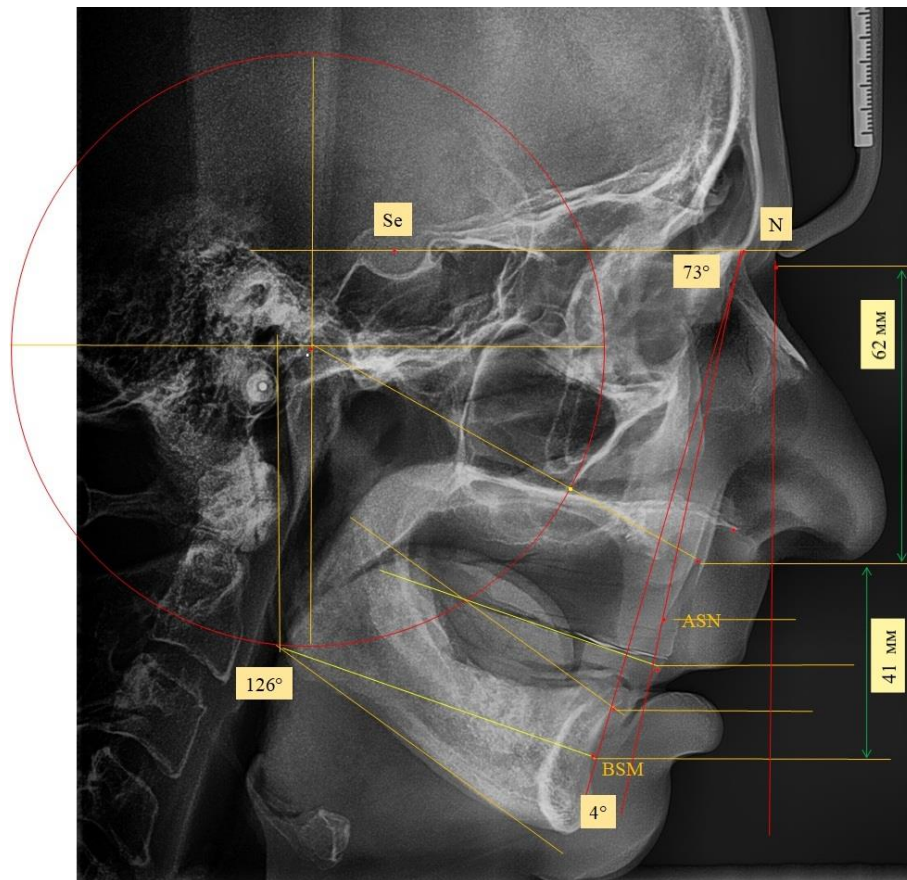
Телерентгенограмма с анализом снимка при определении высоты прикуса и протетической плоскости
